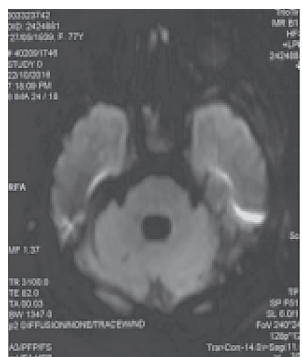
头部 MRI 的 DWI 示右侧小脑陈旧性梗死
